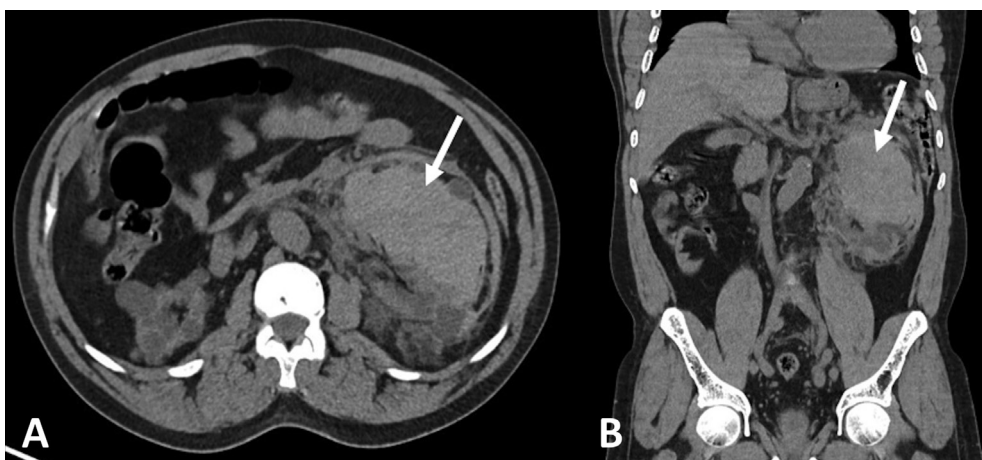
TC com contraste mostrando hematoma renal e perirrenal à esquerda (setas brancas). A – corte axial; B – reconstrução coronal.
